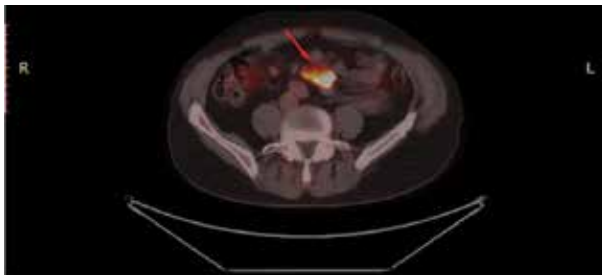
ПЭТ/КТ от 26.04.2022
